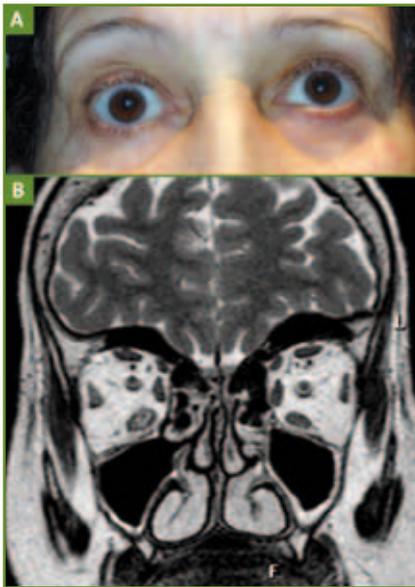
Patientte présentant une orbitopathie dysthyroïdienne avec une diplopie verticale due à une limitation de l'élevation de l'œil droit (A), liée à une restriction du droit inférieur qui est augmenté de volume et en hypersignal sur les coupes coronales T2 en IRM (B).
